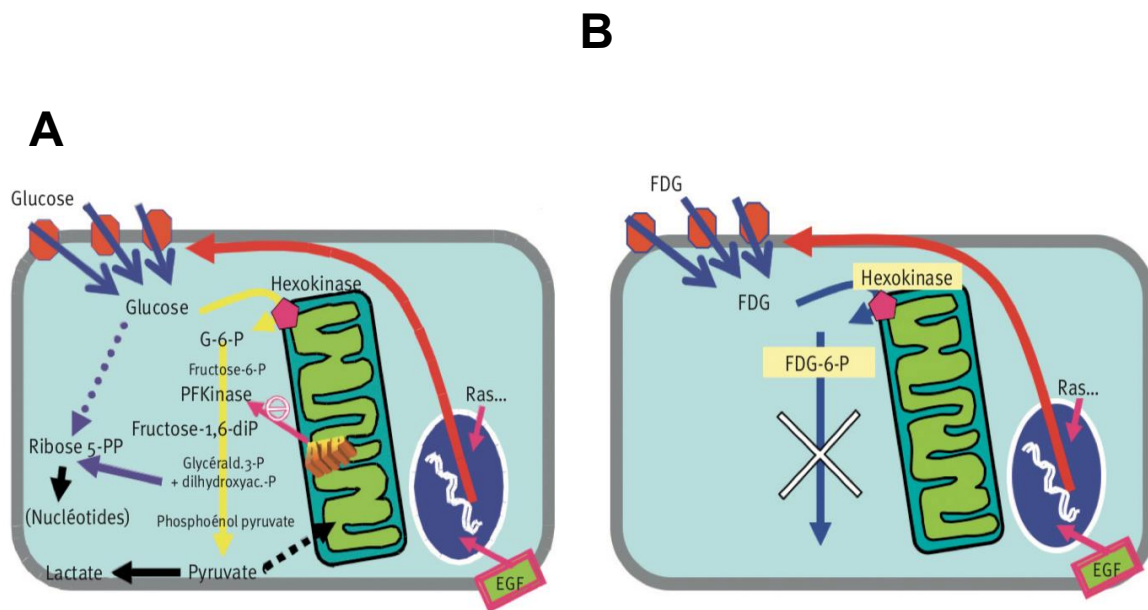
Métabolisme intra-cellulaire du FDG.
